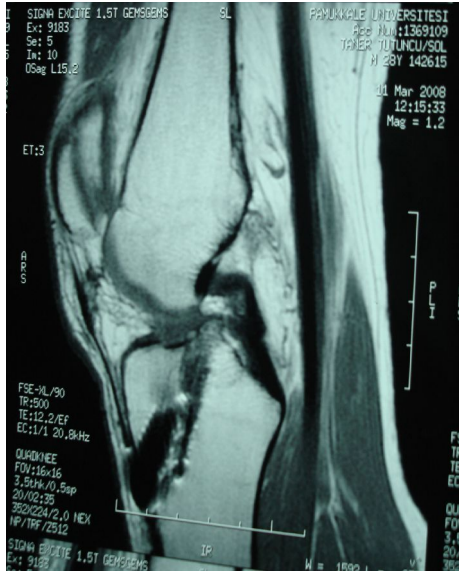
3. olgumuzun x-ray ve MRG grafileri
